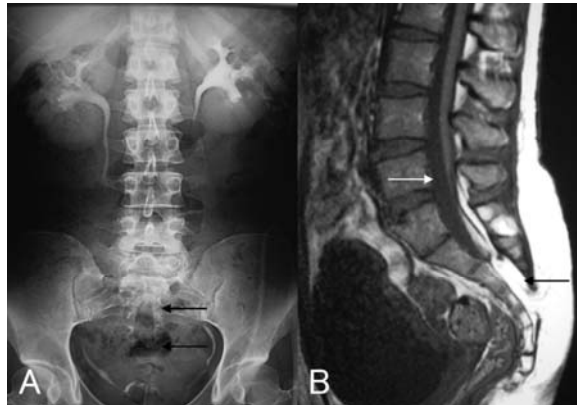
Case 2. A: DIP shows spinal disraphism below S2 (arrows). B: MRI shows low placed conus medullaris (white arrow), thickened filum terminale and intradural lipoma (black arrow).
